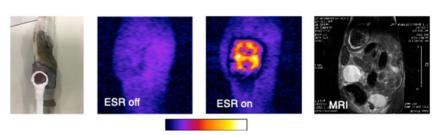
膵癌マウスに対する DNP-MRI 撮像
